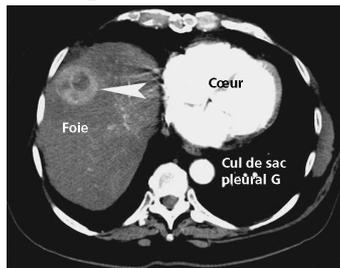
Carcinome hépatocellulaire. TDM au temps portal
